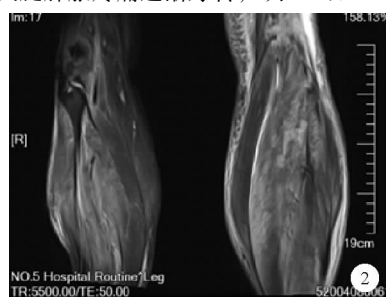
病例 2 2020 年 4 月 10 日 MRI 检查结果冠状位 T2WI
